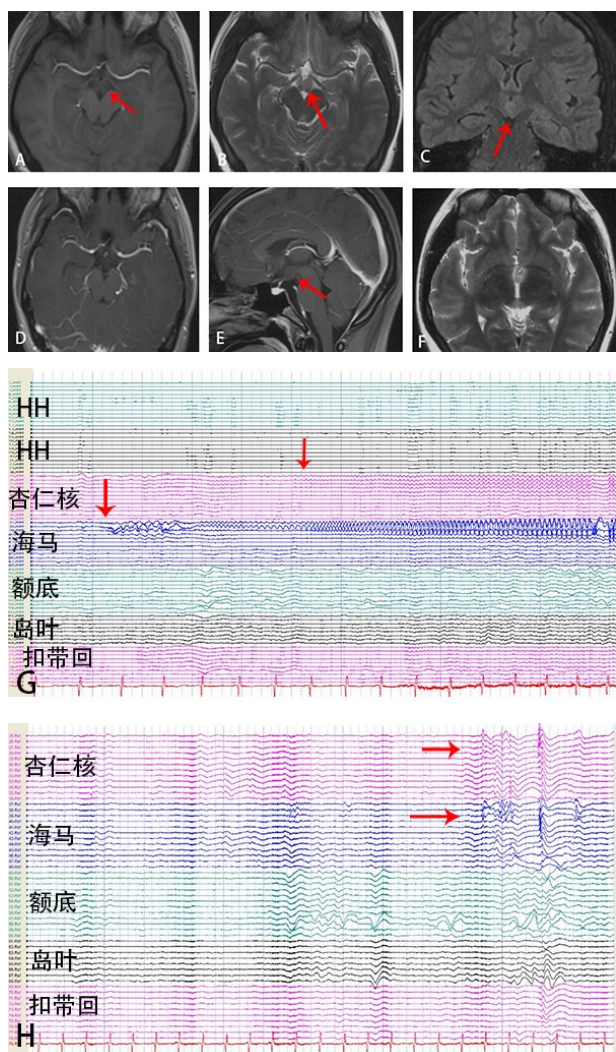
HH 在 SEEG 引导下射频毁损术治疗前后 MRI 和 SEEG 表现
